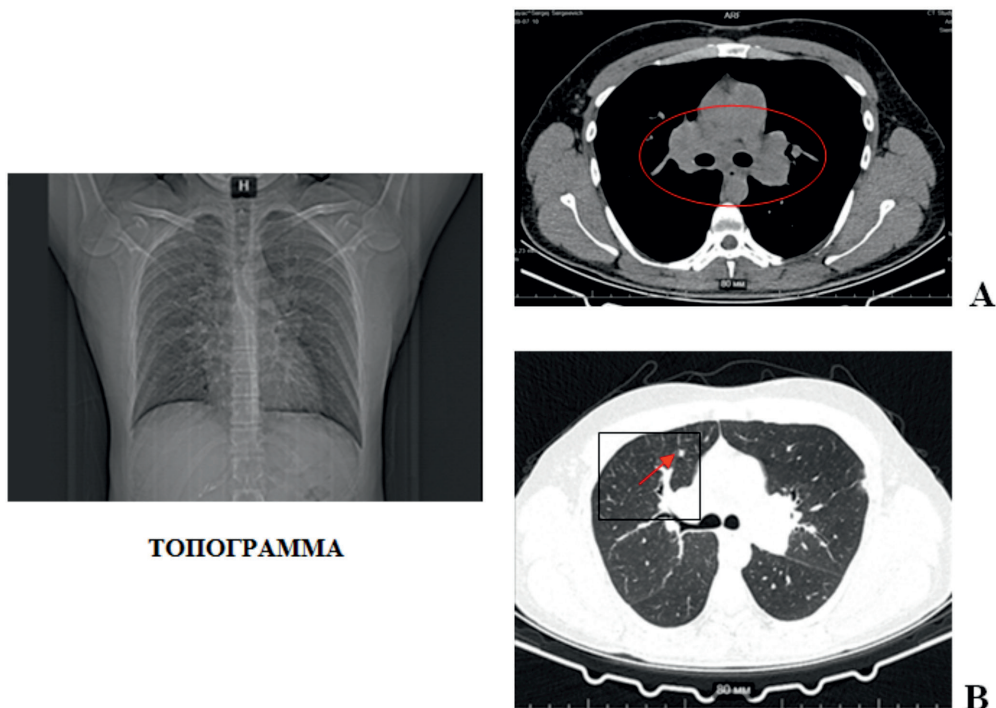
Компьютерная томография органов грудной клетки (описание в тексте)
